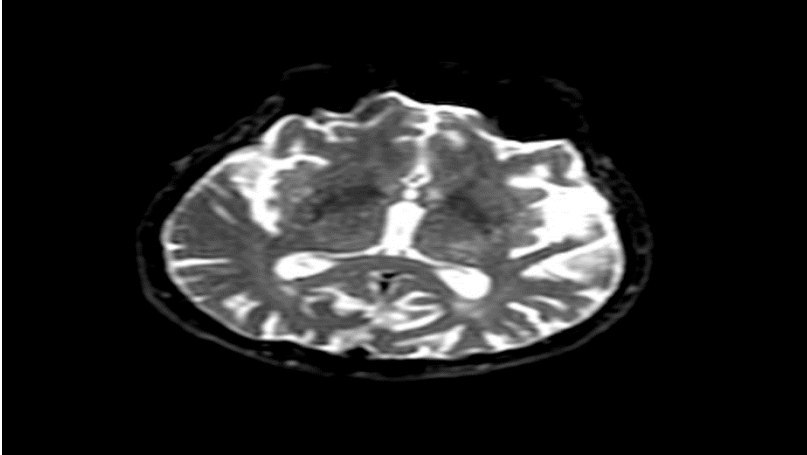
Difüzyon ağırlıklı MRG
